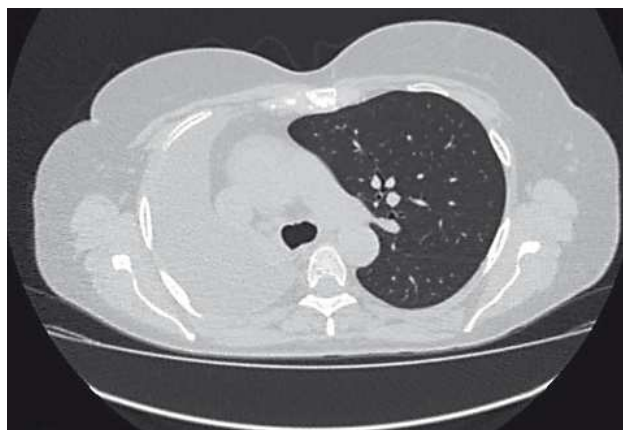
КТ органов грудной полости от 09.11.2016 г.
